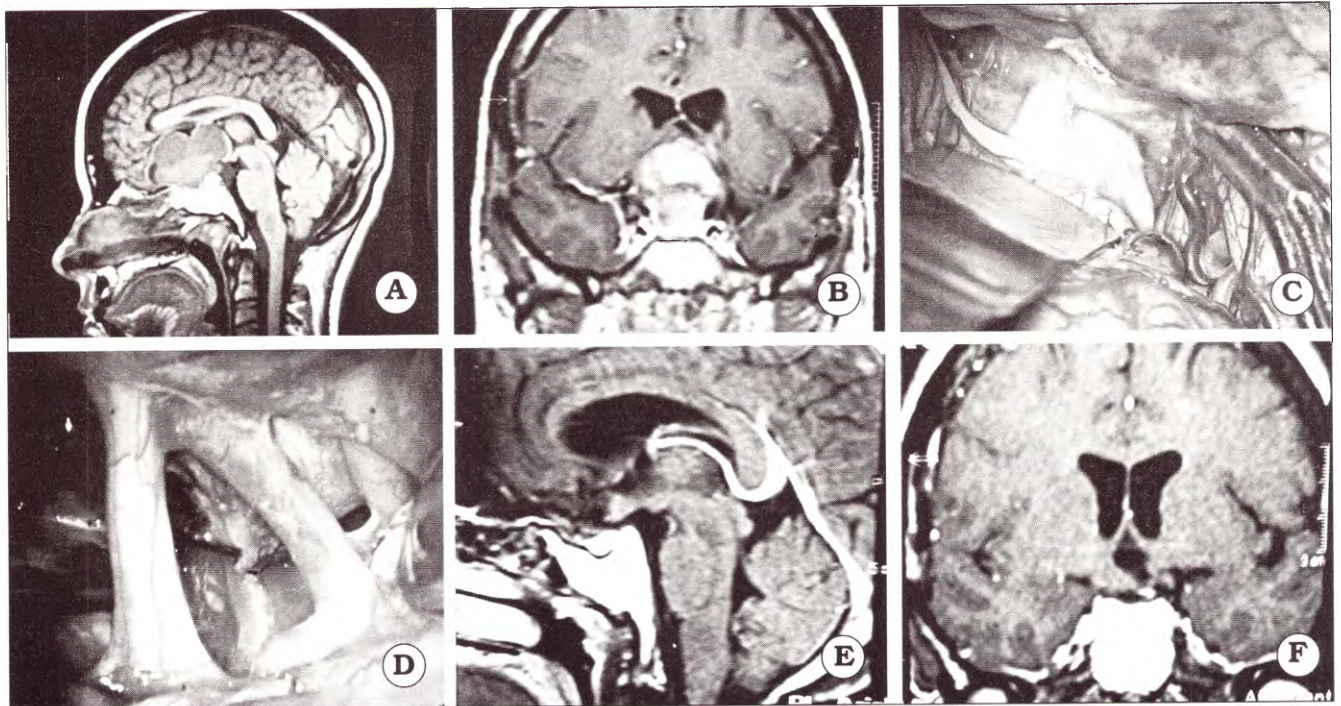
A. IRM con gadolinio, corte sagital de un tumor gigante supraselar. B. Corte coronal. C y D. Imágenes operatorias pre y postresección. E y F. IRM postoperatoria donde se observa resección completa
